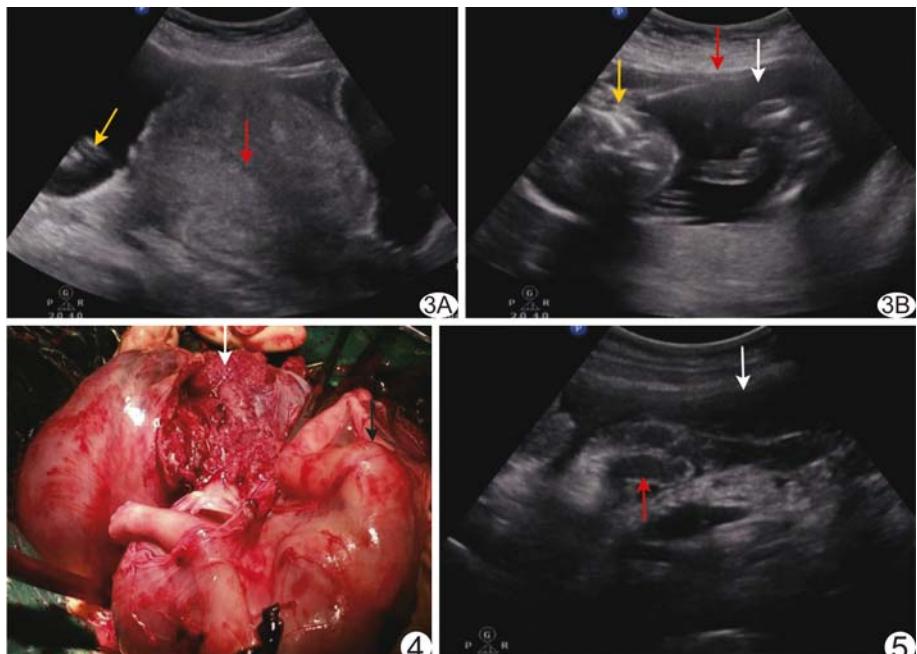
8号患者超声声像图 A.宫腔未见胎儿(红箭),子宫右上方见羊膜囊(白箭)及胎儿(黄箭); B.母体右侧腹腔可见羊膜囊(白箭)及胎儿(黄箭),羊膜囊周围未见明显子宫肌壁回声(红箭) 图4 8号患者术中所见 羊膜囊及胎儿暴露于子宫外(黑箭),右侧子宫角见 $12\text{ cm}\times 10\text{ cm}$ 破裂口(白箭) 图5 4号患者超声声像图 腹腔游离液体(白箭),肠襻漂浮(红箭)
